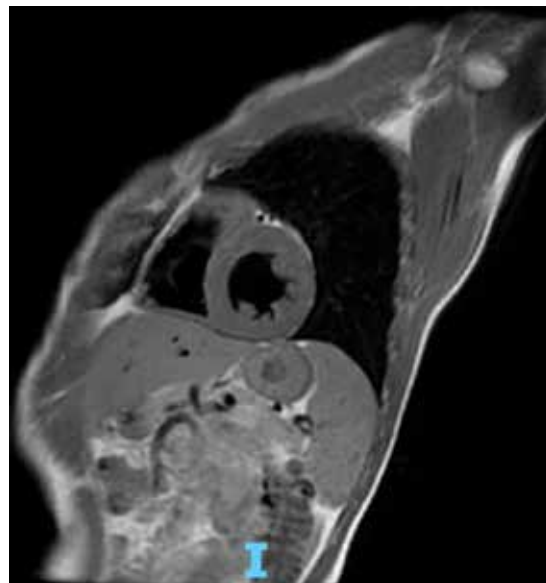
Cardiorresonancia magnética del caso clínico 2. Corte sagital con secuencia de inversión recuperación (IR) doble, con evidencia de cardiomiopatía dilatada.
